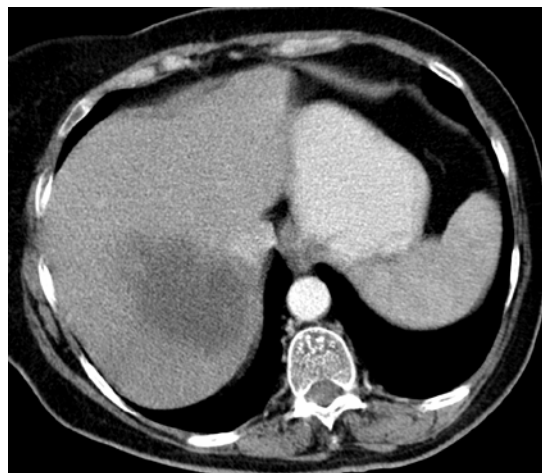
Imazhe aksiale të CT-Scan ku evidentohen metastaza hepatike nga CRC.
